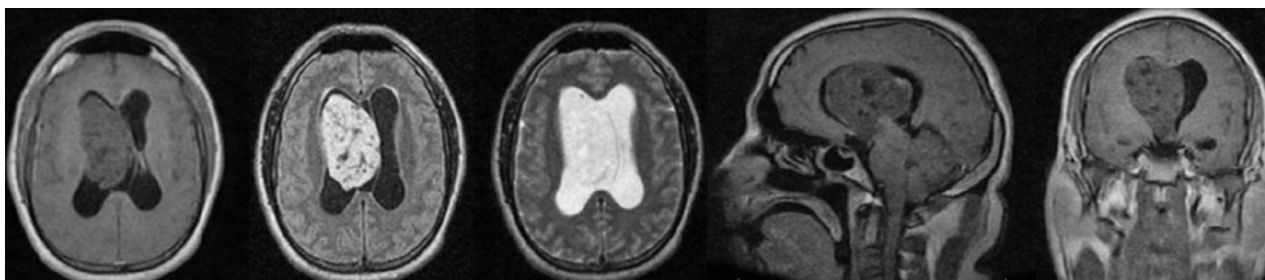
resonancia magnética de cerebro que evidencia una lesión heterogénea a nivel del ventrículo lateral derecho con extensión al III ventrículo y desplazamiento de línea media, la cual realza luego la administración de contraste.
